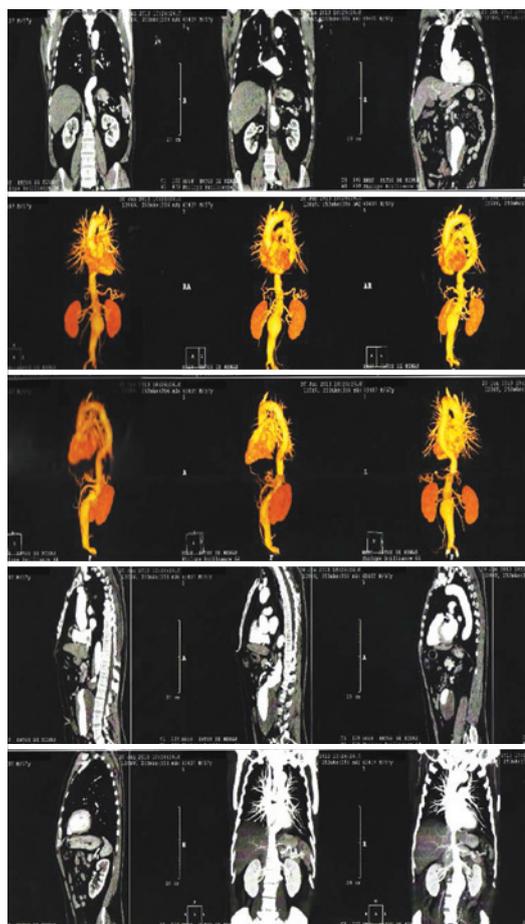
Angiotomografia com contraste revelando o aneurisma da aorta infrarrenal.
